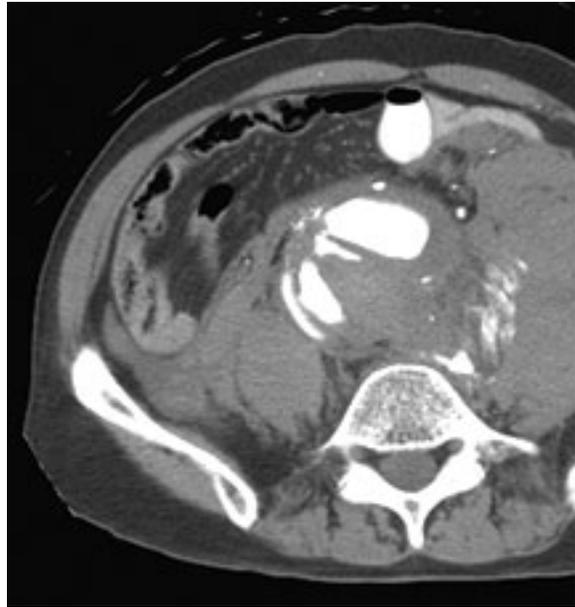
Corte axial de TC abdominal con contraste en fase arterial, más caudal al corte anterior. Se visualiza AAA con gran hematoma retroperitoneal izquierdo y extravasación activa, que se extiende hacia la región retroperitoneal pósterolateral izquierda. Se observa también gran hematoma en pared pósterolateral derecha de la aorta, con contraste en su interior.
